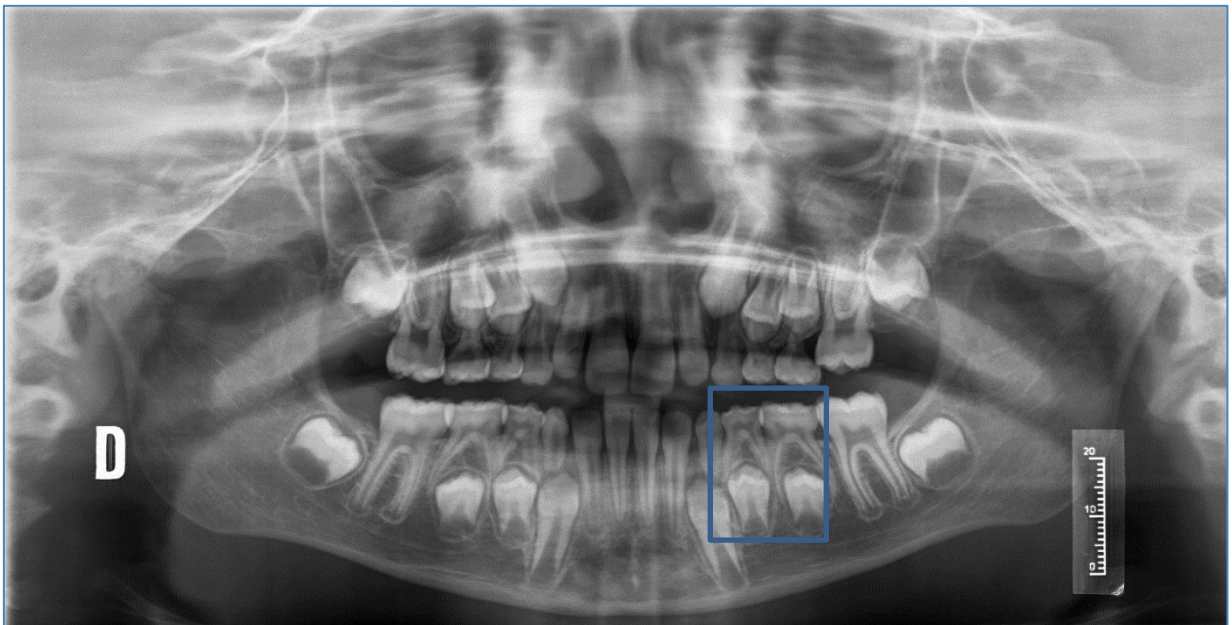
Ejemplo de una radiografía panorámica utilizada en el estudio.
